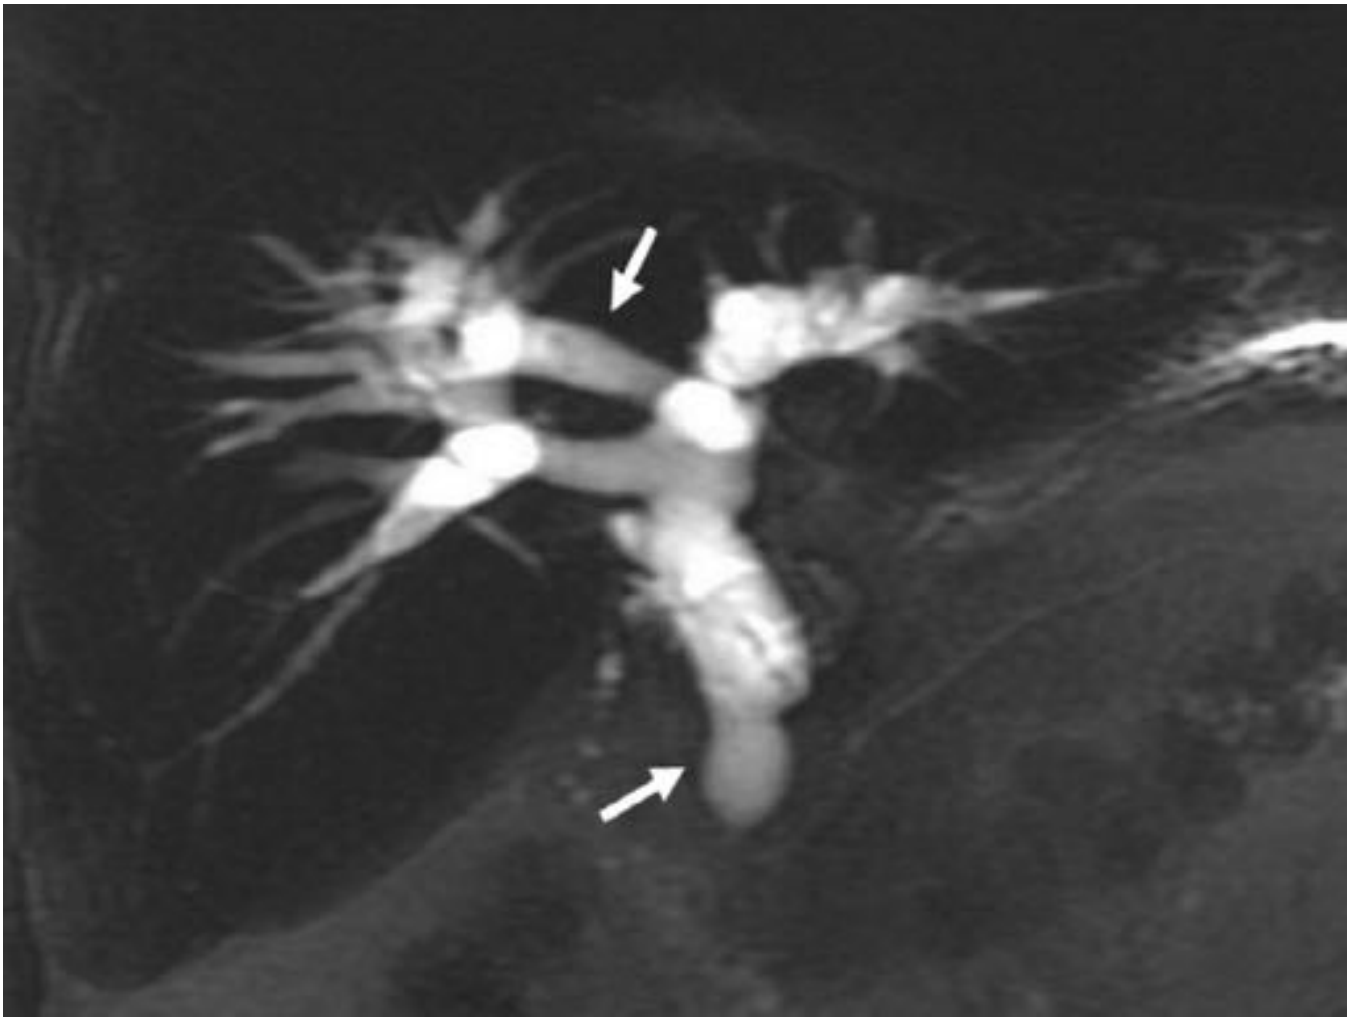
Colangiografía RM. Múltiples dilataciones saculares de los conductos biliares intra y extrahepáticos (flechas) que corresponden a quistes de colédoco tipo 4a.
